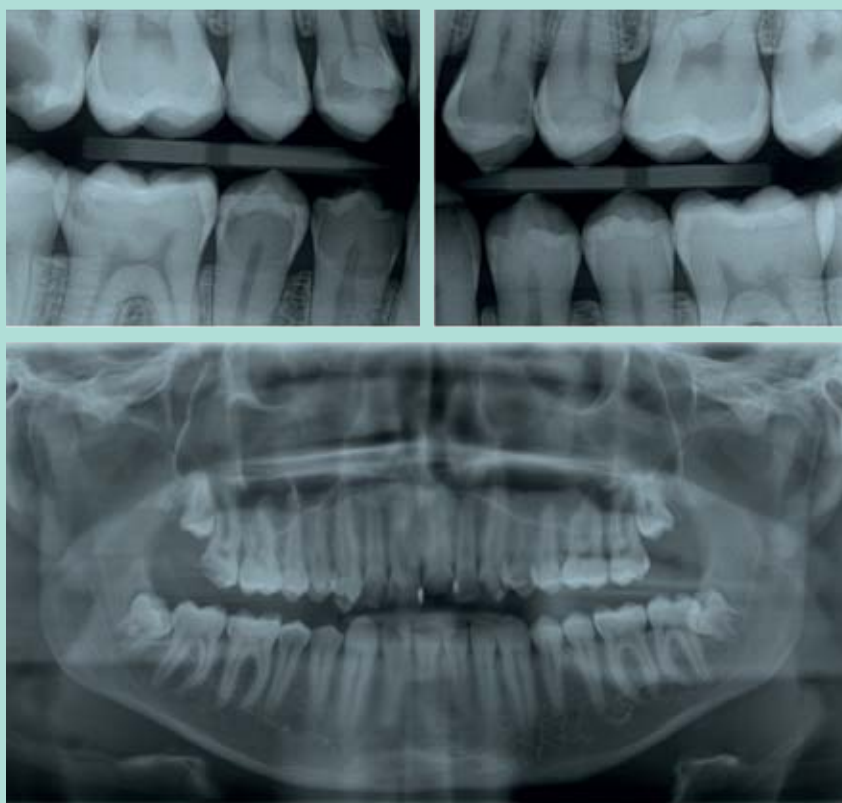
Bitewing-Aufnahmen und Panoramaschichtaufnahme des Patienten
